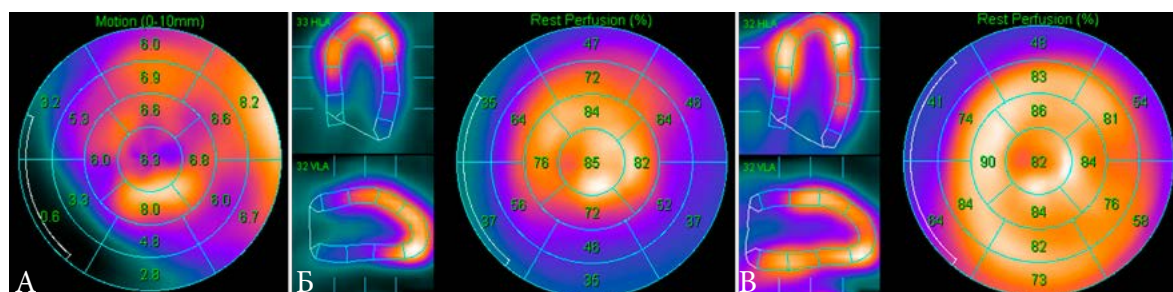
Влияние поглощения излучения на визуализацию сократимости ЛЖ. А. Карта сократимости. Б. Перфузионные пАС-изображения. В. АС-изображения. Ложный гипокинез нижней стенки вызван ее плохой визуализацией на пАС-изображениях, хотя по данным АС-исследования перфузия в этой зоне не снижена
